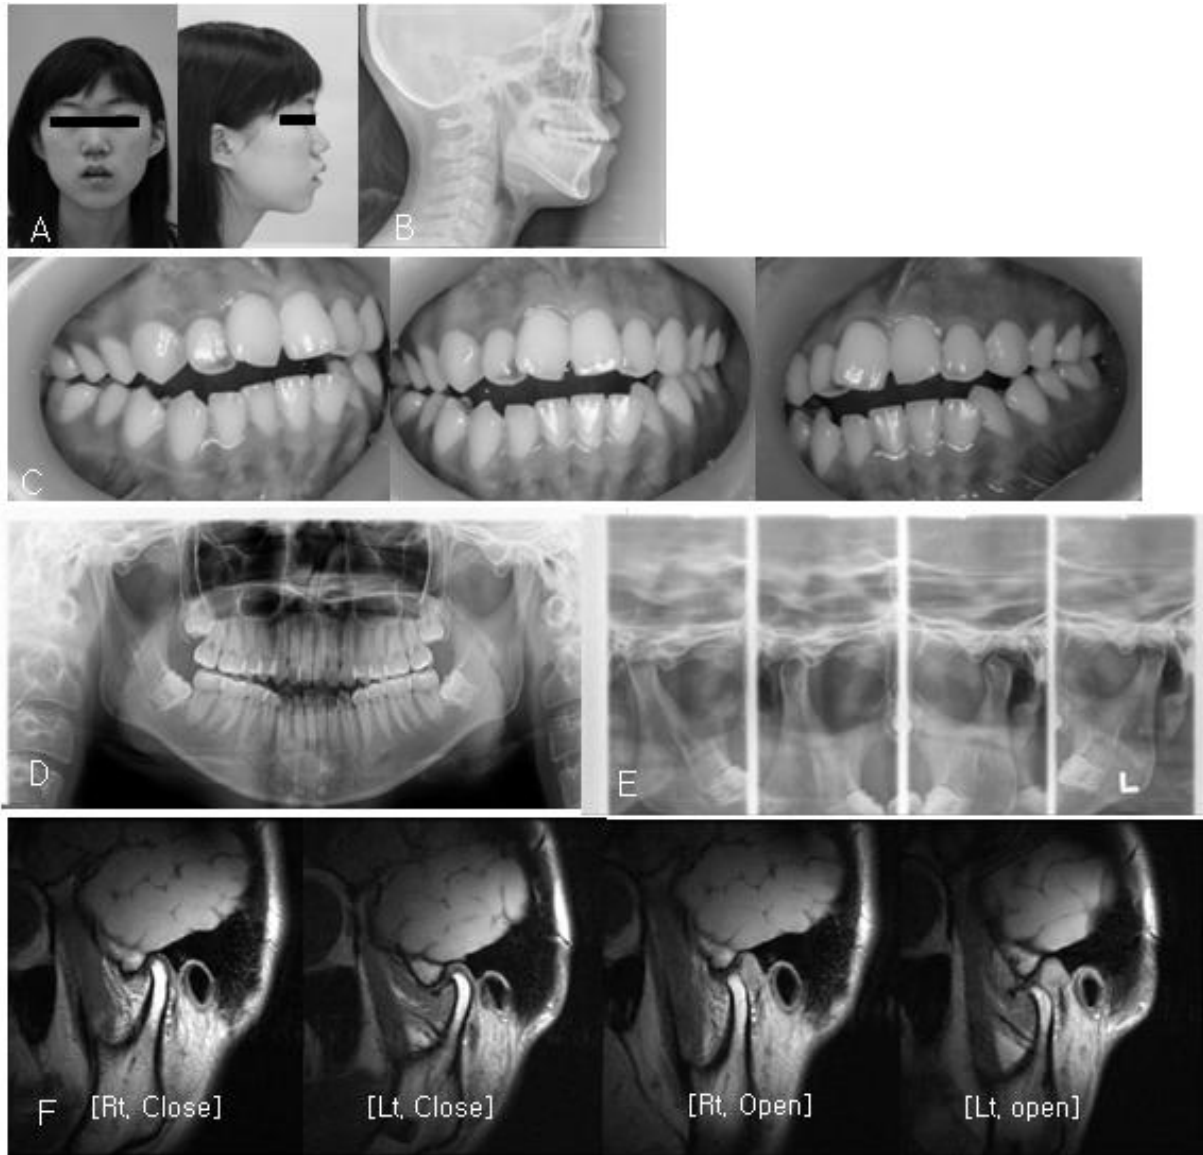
A, Frontal and sagittal profile views; B, Lateral cephalometric radiograph at 2009; C, Intraoral photograph of anterior open bite; D, Panoramic view, no condylar resorption on both sides; E, Lateral transcranial view, both condyle movement were decreased; F, Left TMJ was anterior disc dislocation without reduction on MRI.
